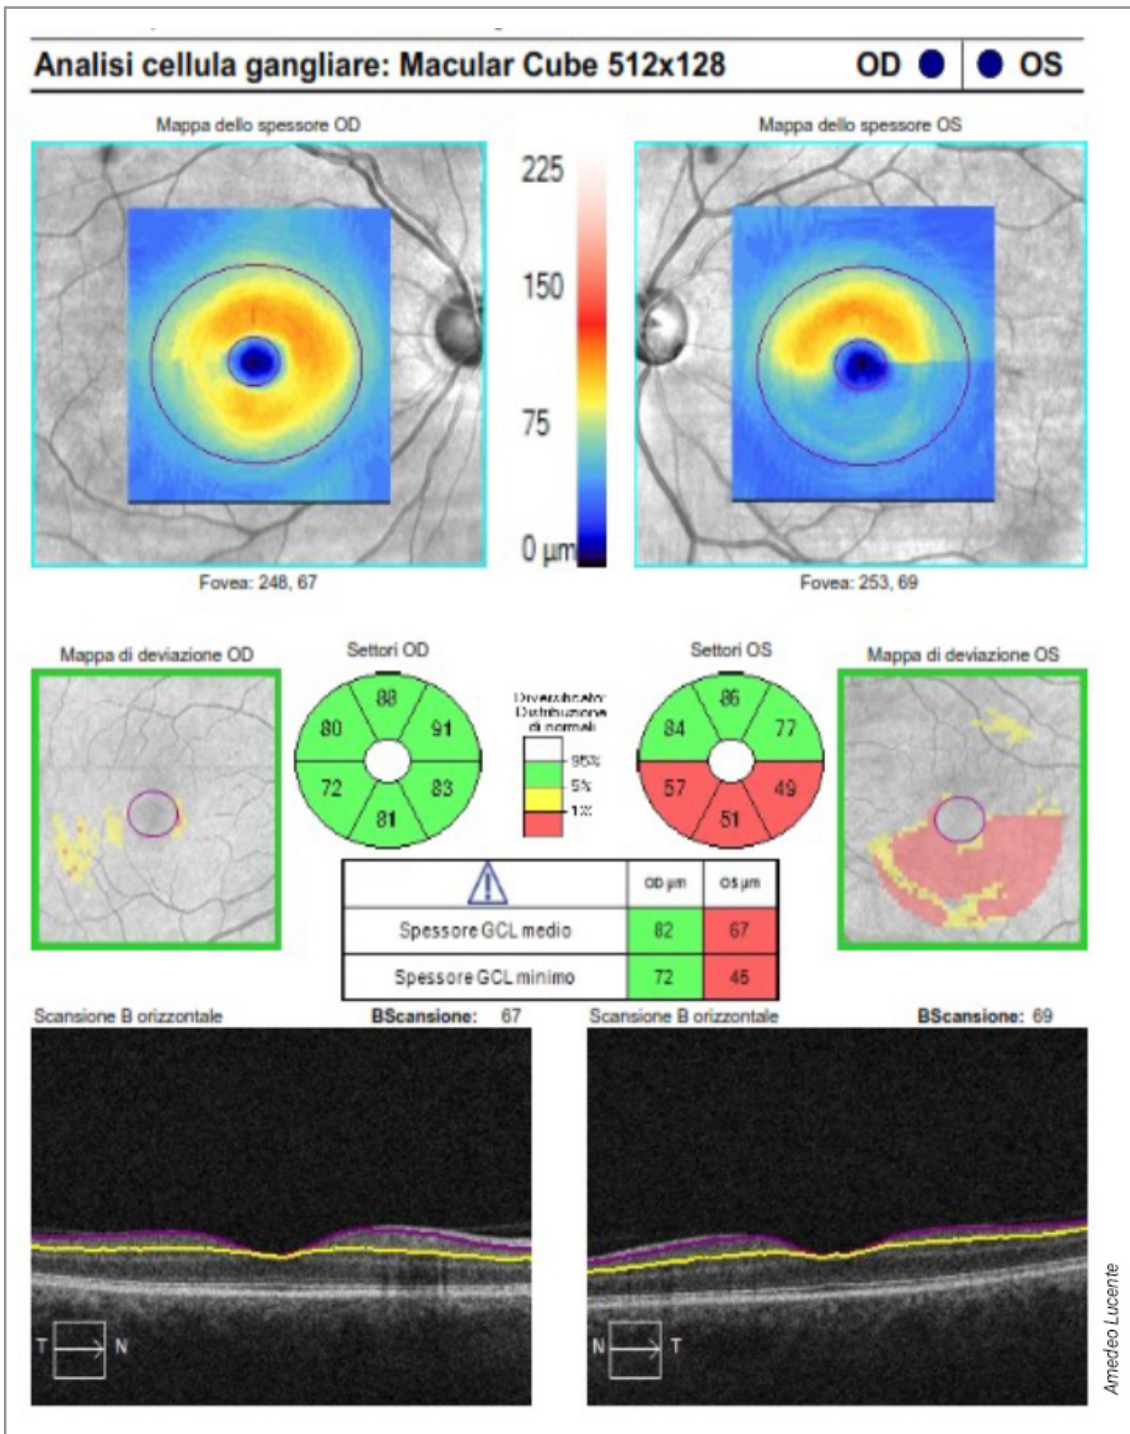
Grave deficit delle cellule gangliari in macula in OS; iniziale in OD. Rispetto al segno del rafe orizzontale descritto nel testo, la metà inferiore dell'area maculare è deprivata completamente di cellule gangliari; potremmo definire questa condizione tomografica "doppio rafe", presente nei casi più avanzati di glaucoma.
